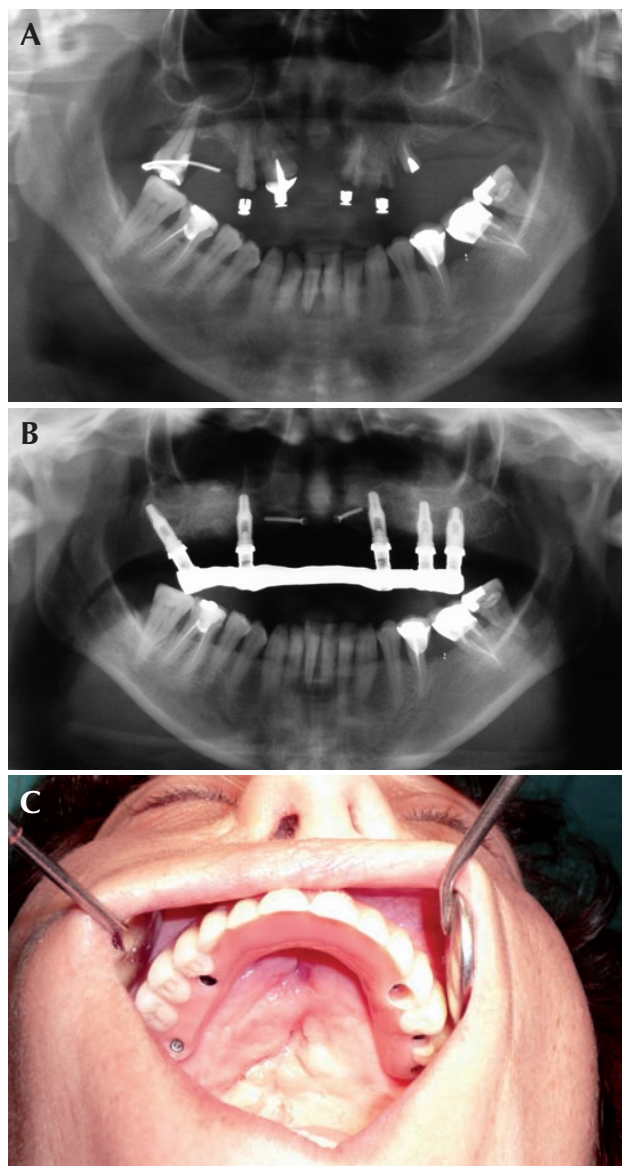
A a C) Ortopantomografías preoperatoria y postoperatoria de una paciente adulta con fisura de labio y paladar tratada con prótesis obturadora anclada primero en sus dientes, con deterioro completo de éstos, y luego en implantes Mozo-Grau osseus con *sinus lift*, injerto de calota en premaxila y colgajos locales en paladar.
